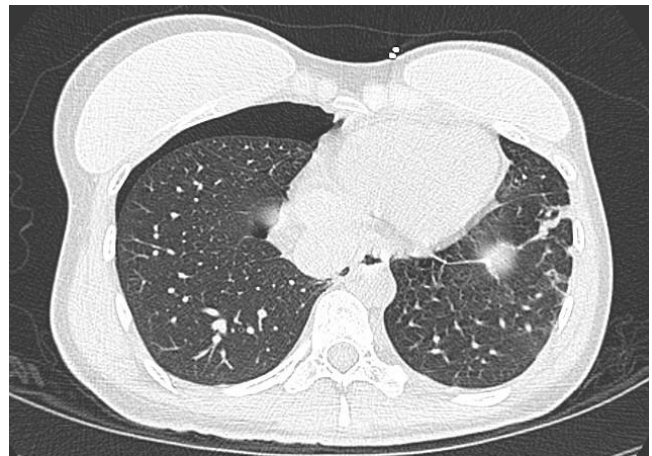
Tomografía axial simple de tórax: neumotórax derecho sin evidencia de lesiones que lo provoquen.
